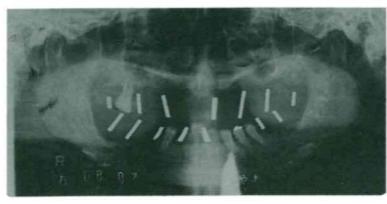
b 診断用ステントを装入したパノラマX線写真
